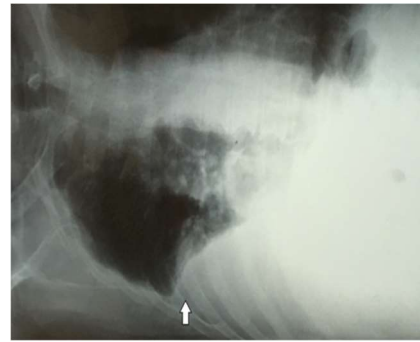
Radiografia simples em decúbito lateral direito (Laurel). Na área indicada pela seta o derrame pleural não se encontra livre na cavidade, sugerindo alguma alteração associada.
